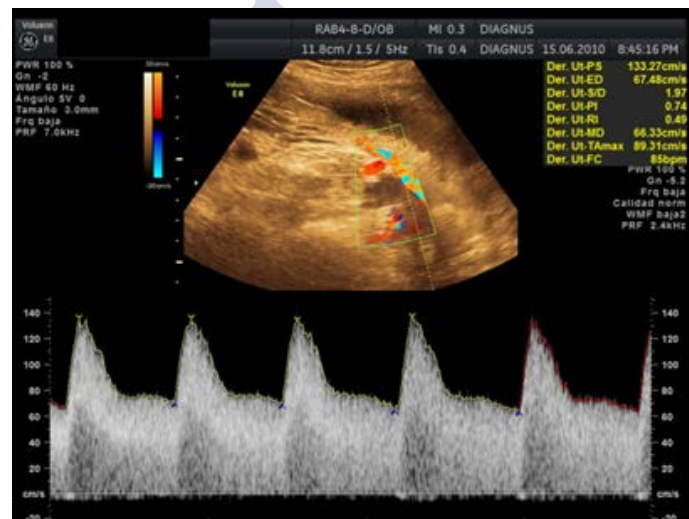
Ecografía doppler: Patrón de hiperemia.
